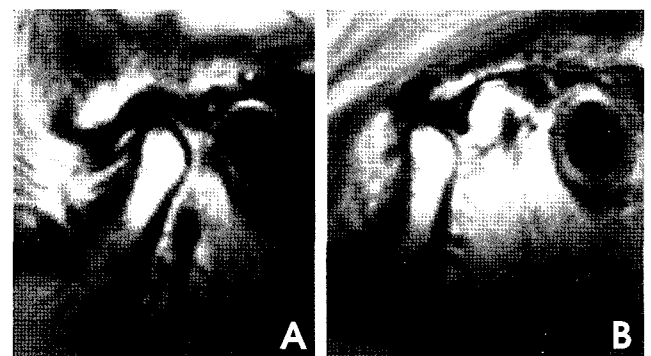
Proton MR images show simple disk displacement (Stage I A. closed B. opening).
